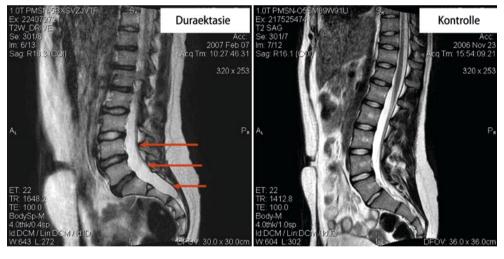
➤ Duraaussackung (*links*) bei Marfan-Syndrom im MRT. (Mit Genehmigung von Dr. Junge, AKK-Hamburg)
